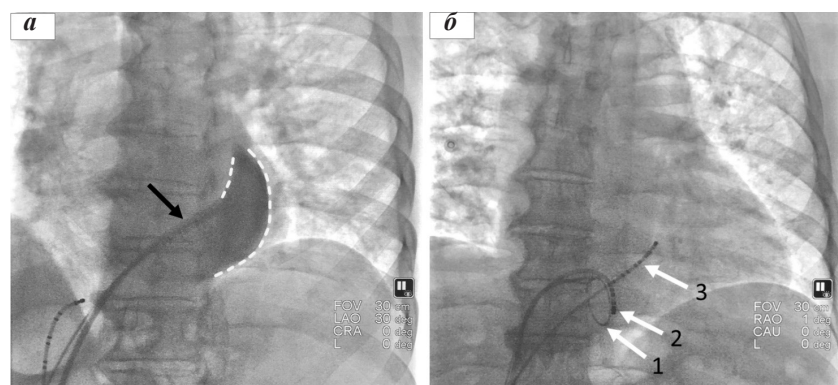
Интраоперационные рентгенограммы: а - левая косая проекция (LAO 30 гр.), введение рентгеноконтрастного вещества в просвет ДВПВ через интродьюсер (черная стрелка), контур ДВПВ обозначен пунктирной линией; б - передне-задняя проекция, в устье ДВПВ установлен катетер Lasso (стрелка 1); в просвет ДВПВ введен диагностический 10-полюсный управляемый катетер (стрелка 3); дистальный полюс абляционного катетера (стрелка 2) установлен в зоне хаотической фрагментированной активности.
